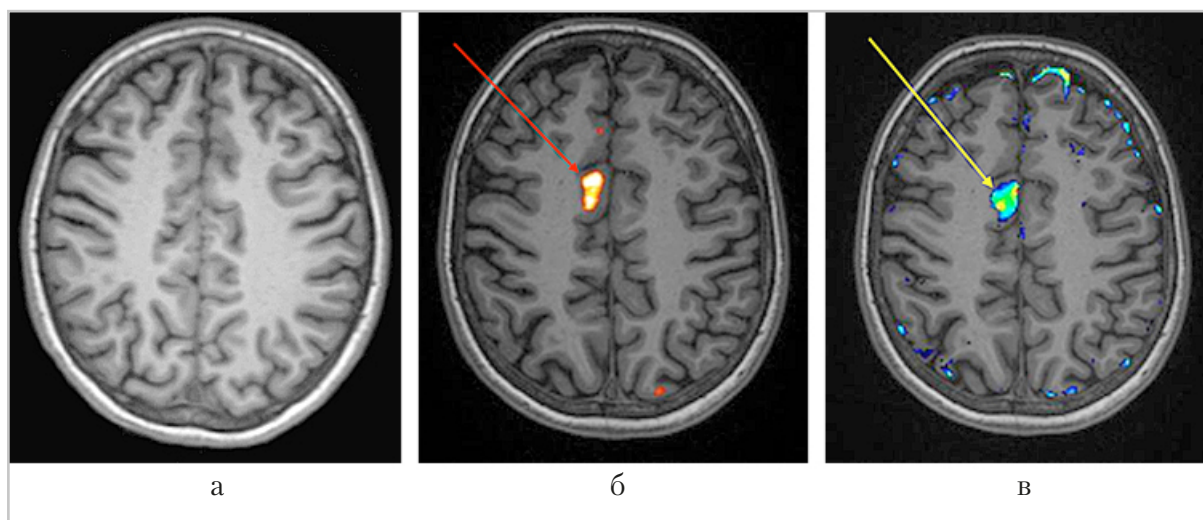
МРТ пациентки 12 лет с ФКД II в режиме FSPGR. На МР-томограммах в режиме FSPGR (а) явных участков утолщения коры либо нарушения границы перехода серого и белого вещества не отмечается. При совмещении FSPGR с z-картами визуализируется участок (красная стрелка) нарушения границы перехода серого и белого (б) и участок (желтая стрелка) утолщения коры (в) в левой лобной доле, не определяемые на нативном изображении
